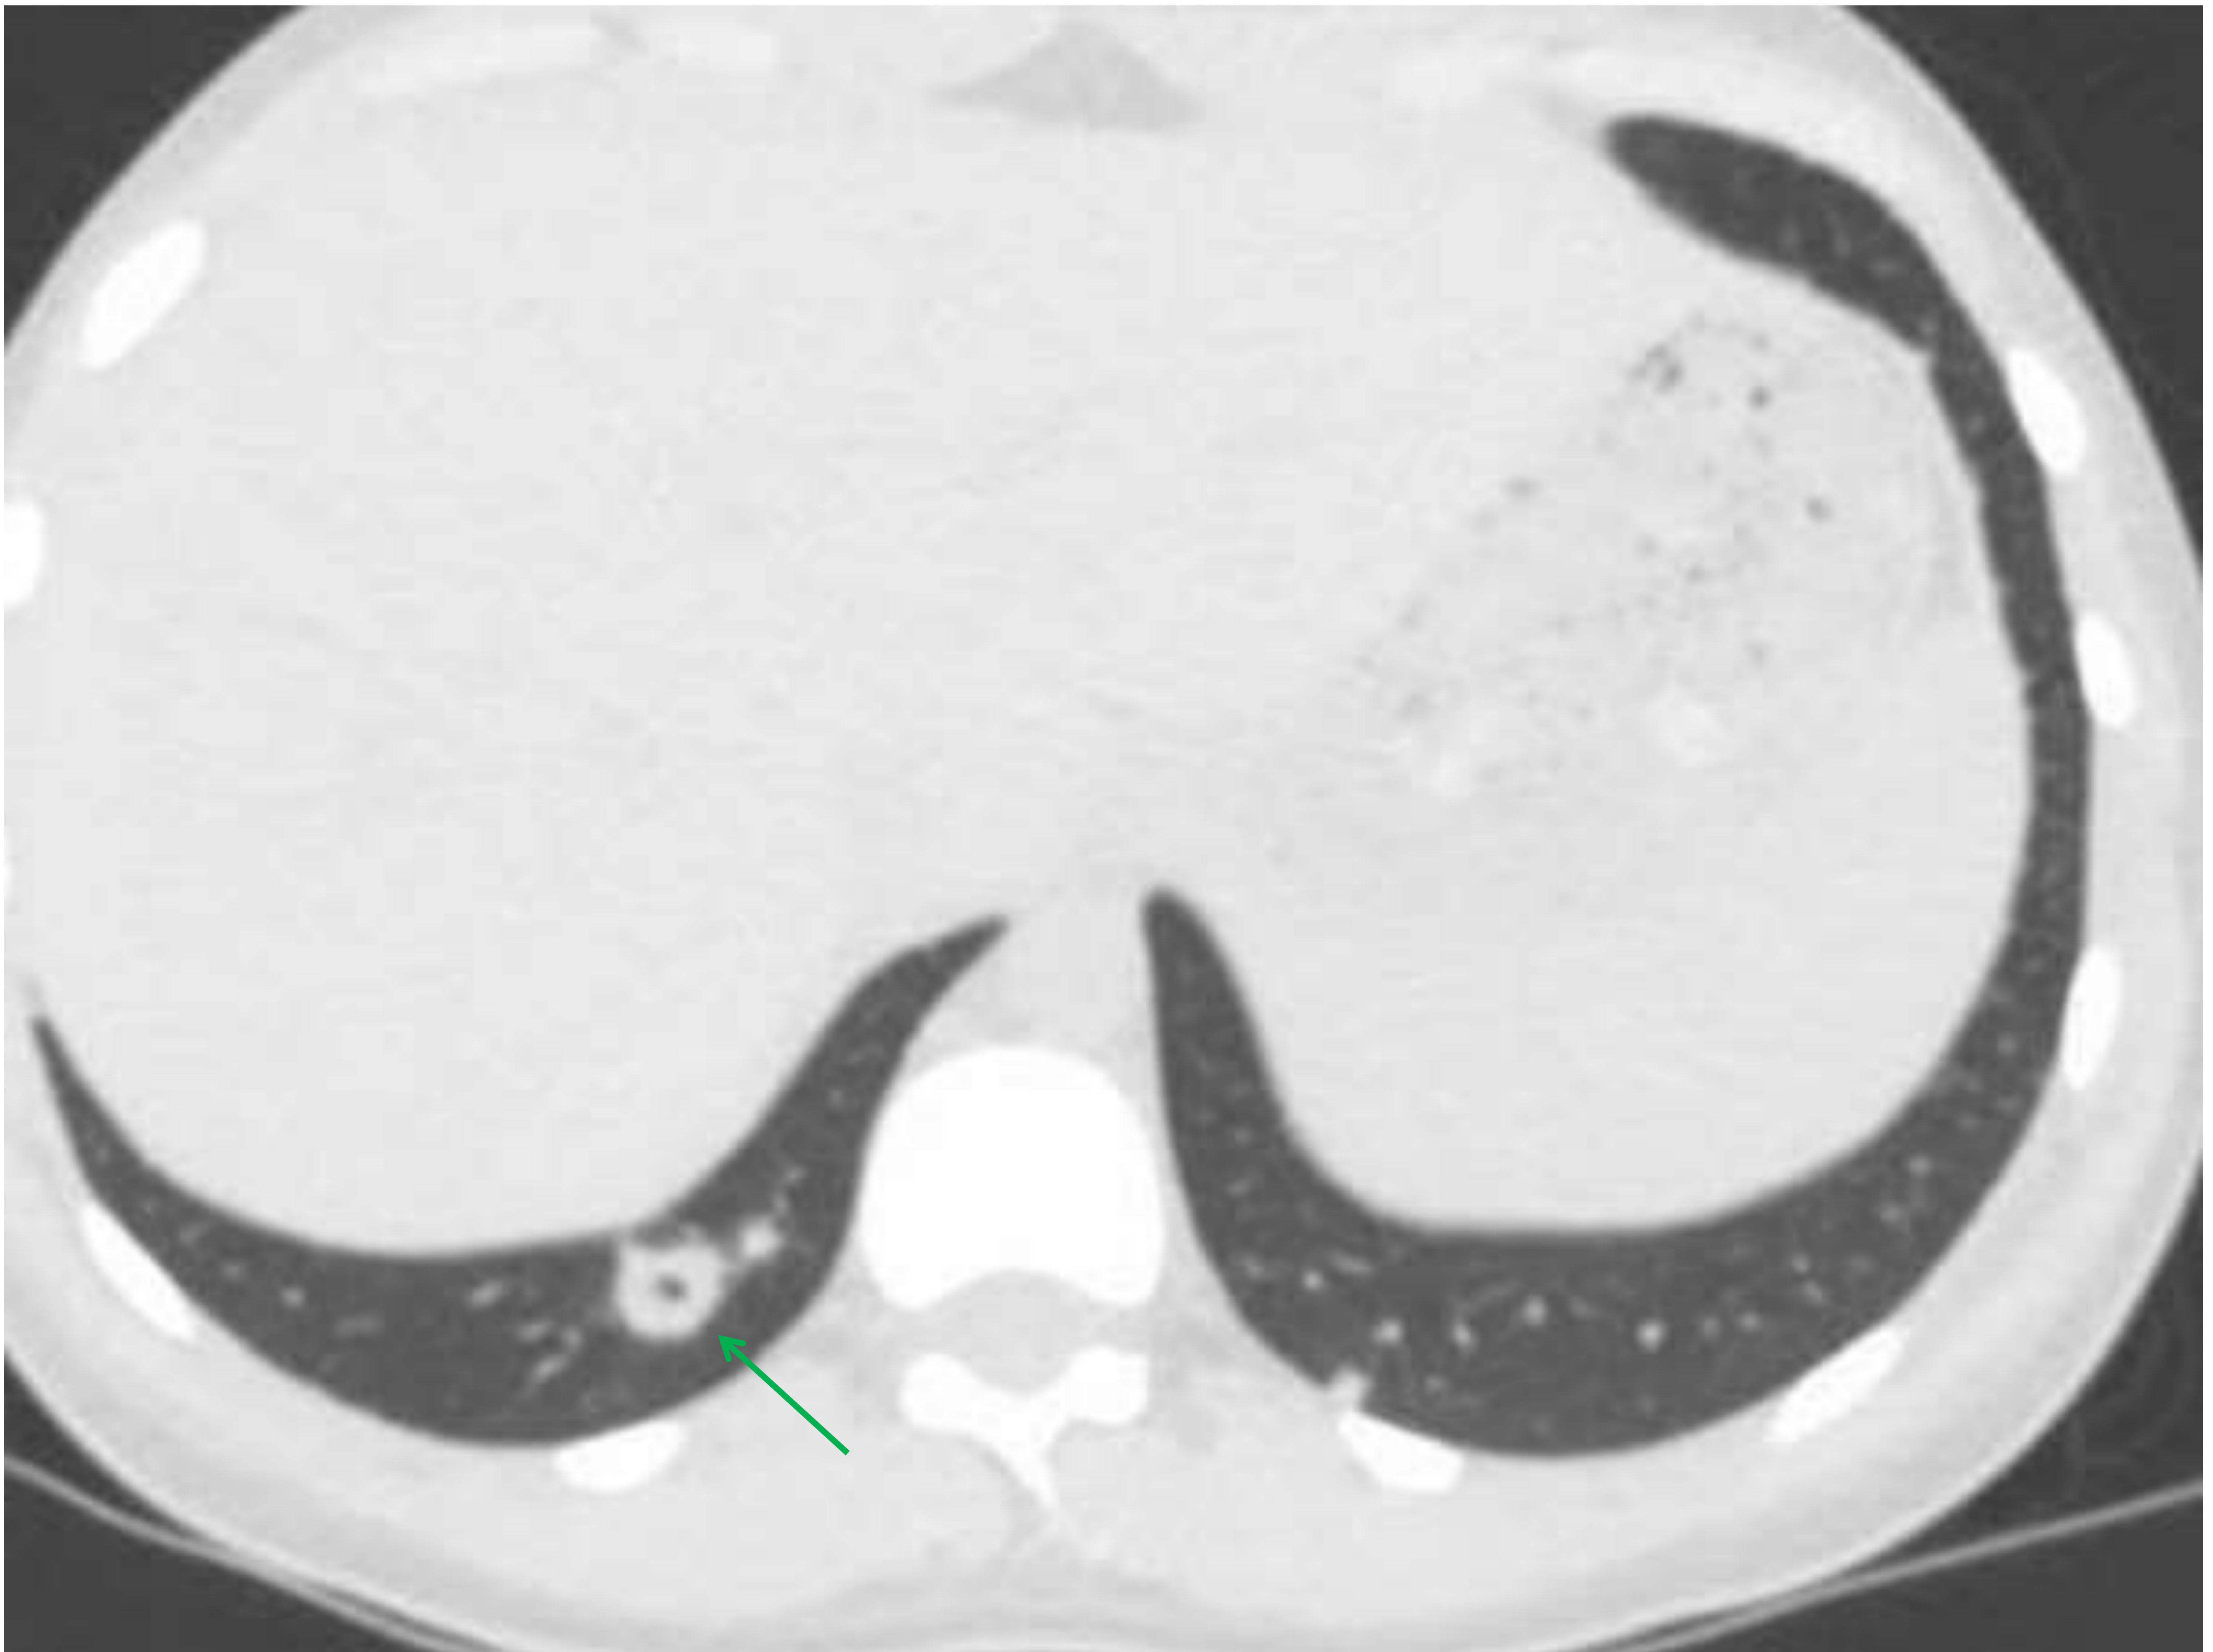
TC de tórax con contraste iv. Nódulo basal y paramediastínico en LID, cavitado, compatible con embolismo séptico.
